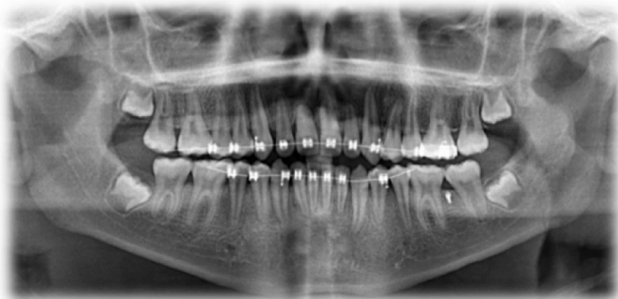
Ortopantomografía de paciente de 17 años de edad.
